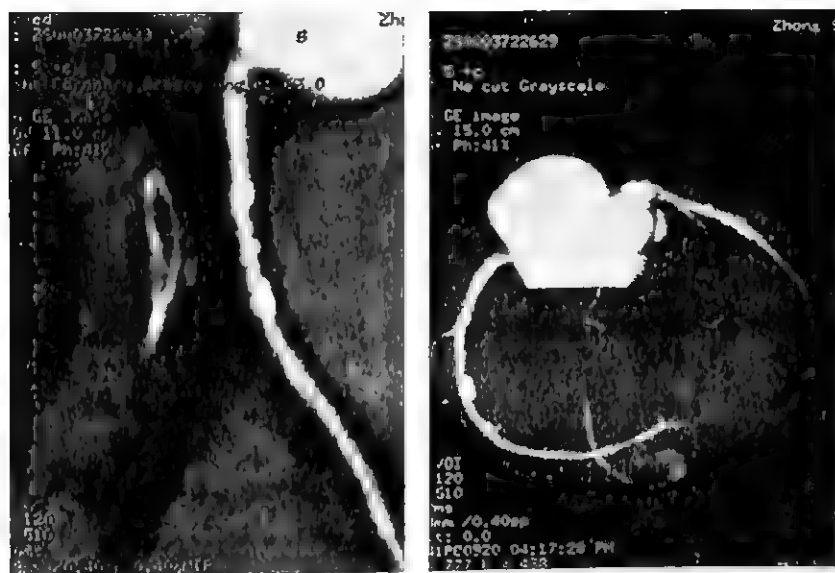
多排(320)双源螺旋 CT 冠脉造影和三维重建示冠状动脉三支近中段均见管壁多处局限性增厚,伴斑块状钙化影
